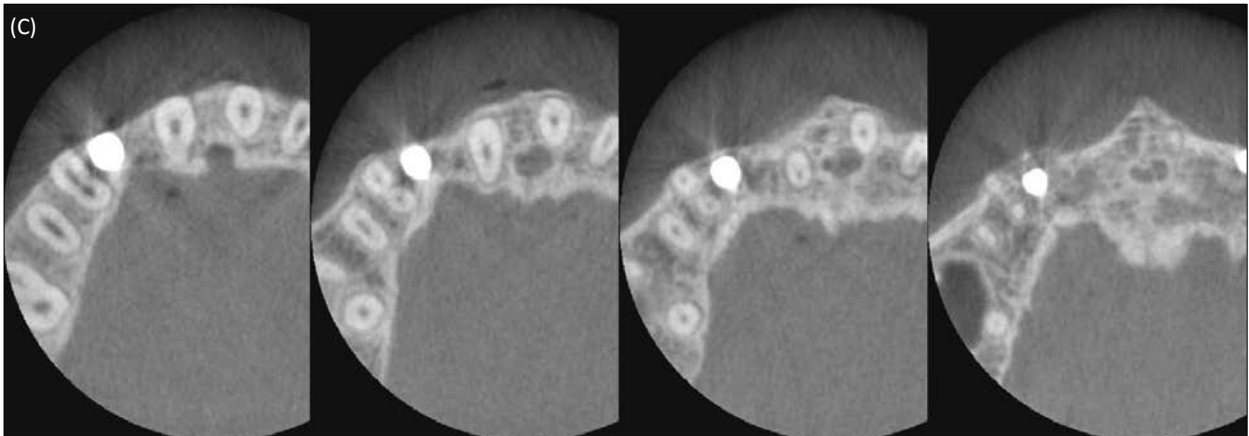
(A) Postoperative panoramic image. (B) Postoperative cone-beam computed tomography image on Rt. Mx. canine (sagittal view). (C) Postoperative cone-beam computed tomography image on Rt. Mx. canine (horizontal view).
